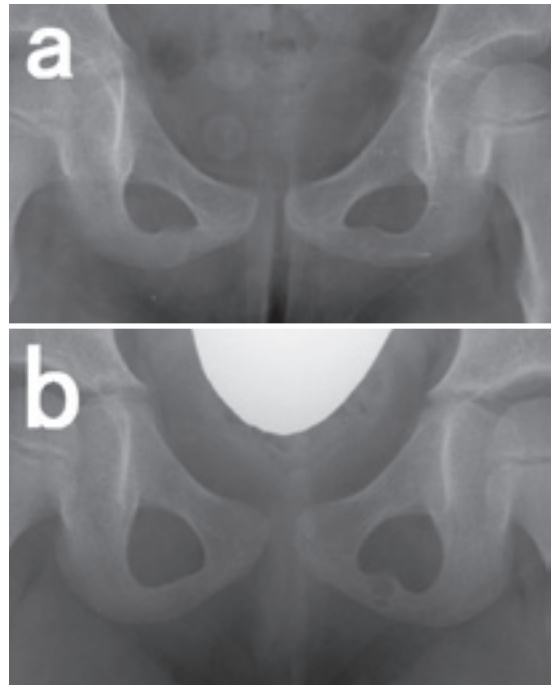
a: 股関節正面単純X線写真 3歳10か月時
